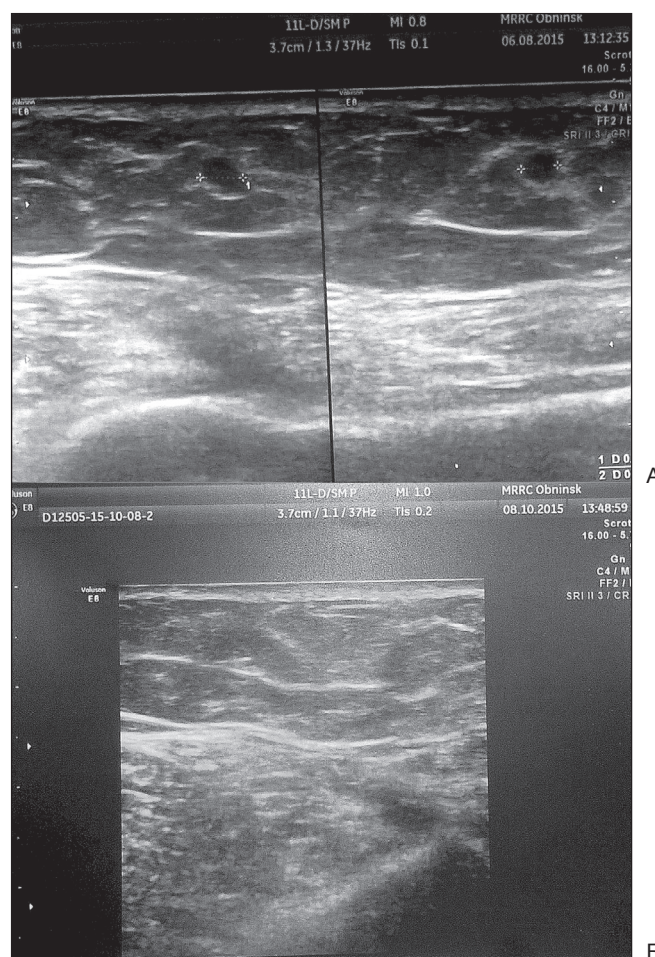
УЗИ метастаза на левом плече ниже послеоперационного рубца:
